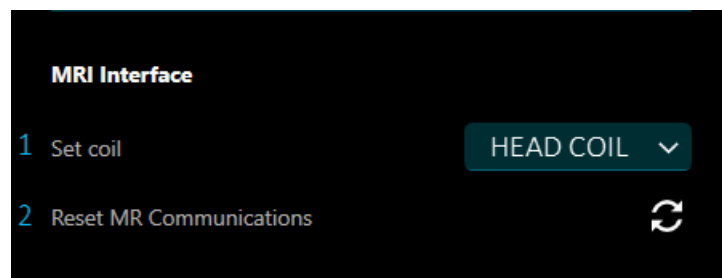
Section MRI interface (Interface IRM)
